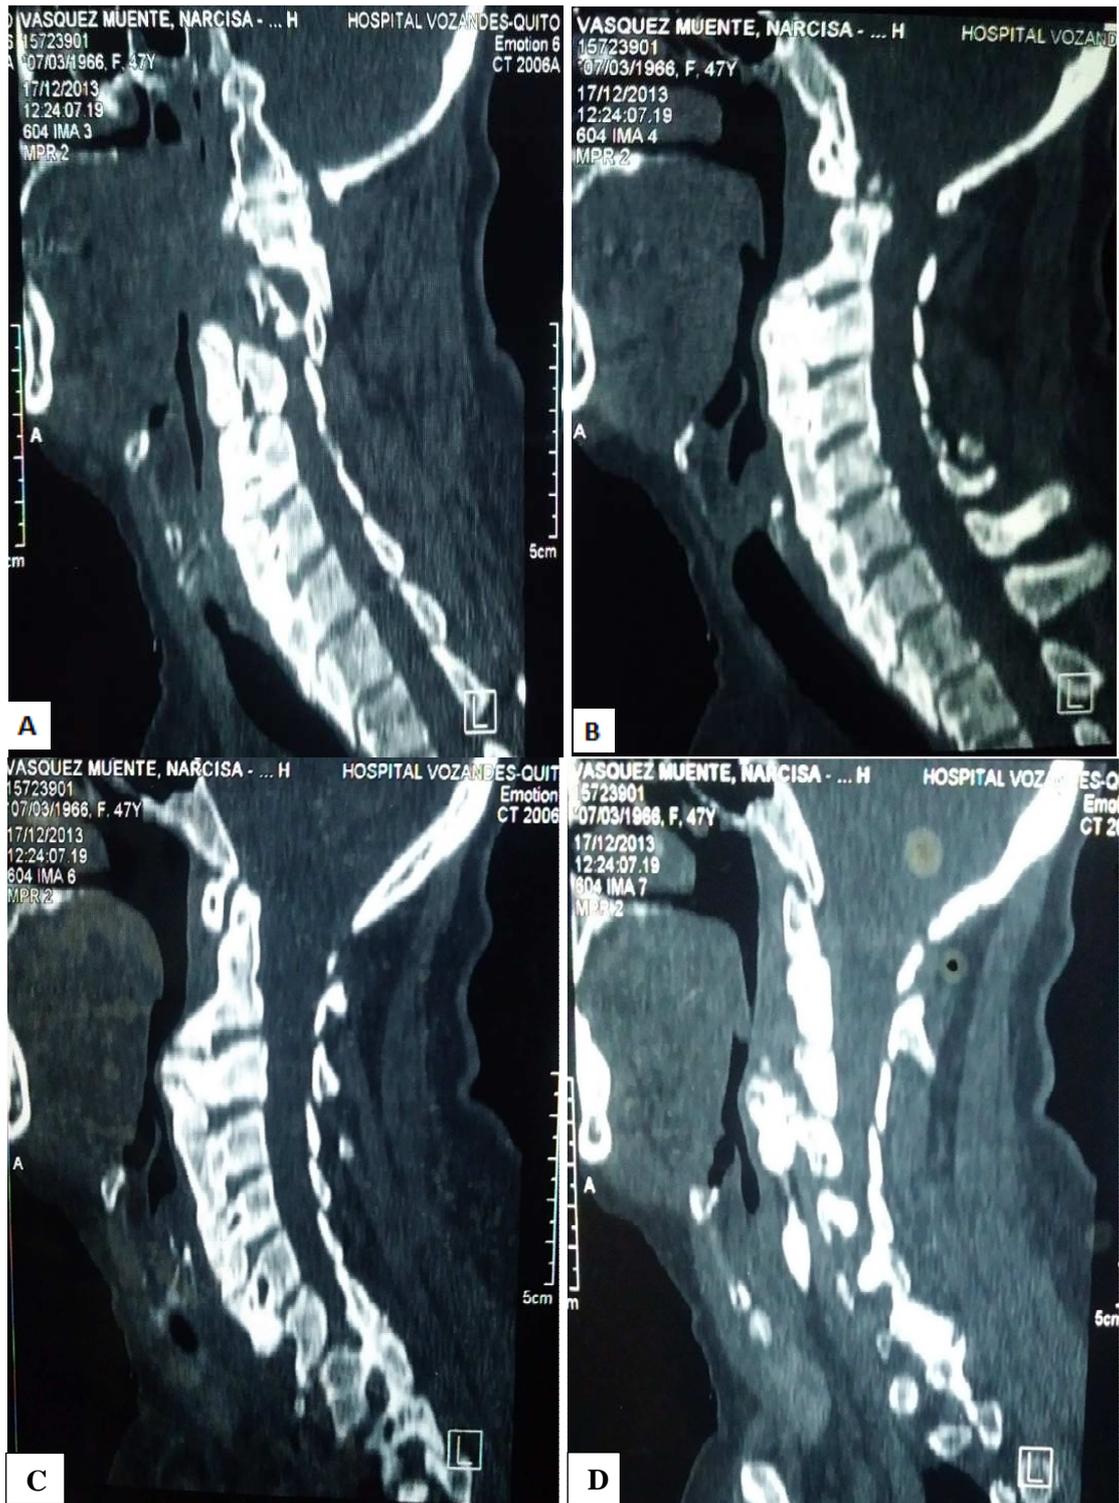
TAC cervical- Corte sagital. A-B-C-D. Presencia de osteofitos anterolaterales en los cuerpos vertebrales cervicales. Osificación –calcificación del ligamento longitudinal común anterior de la C2 a c6, grandes osteofitos a nivel c2-c3-C4-c5 que provoca compresión a nivel de la orofaringe.
